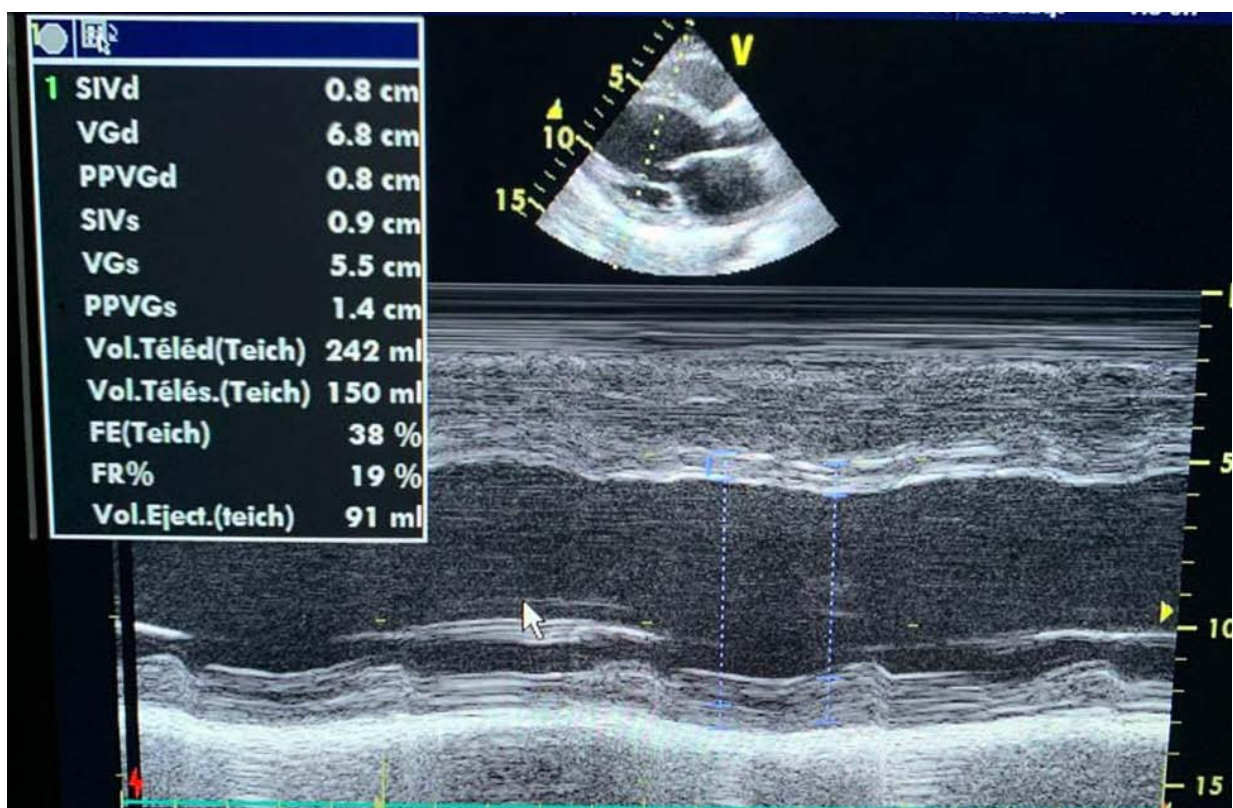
Échocardiographie Trans thoracique en mode TM de la cardiomyopathie dilatée d'une patiente de notre série montrant un VG dilaté non hypertrophié : DTD/DTS : 68/55 mm.
